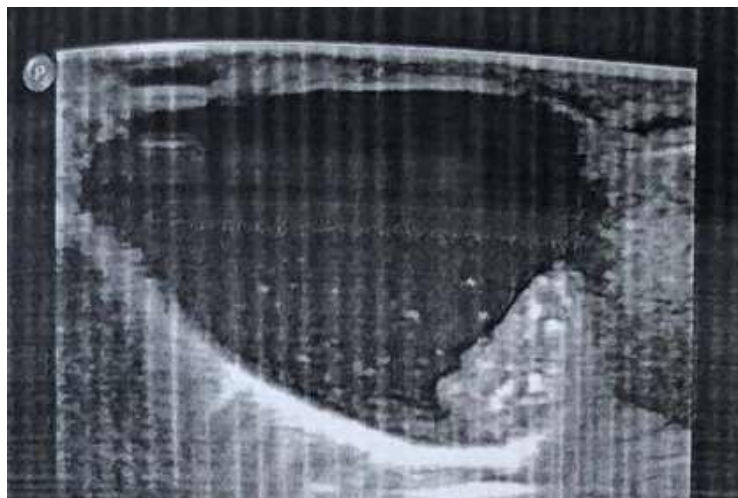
УЗИ: картина эктазированного слезного мешка, заполненного слизистым содержимым и мицетомой
